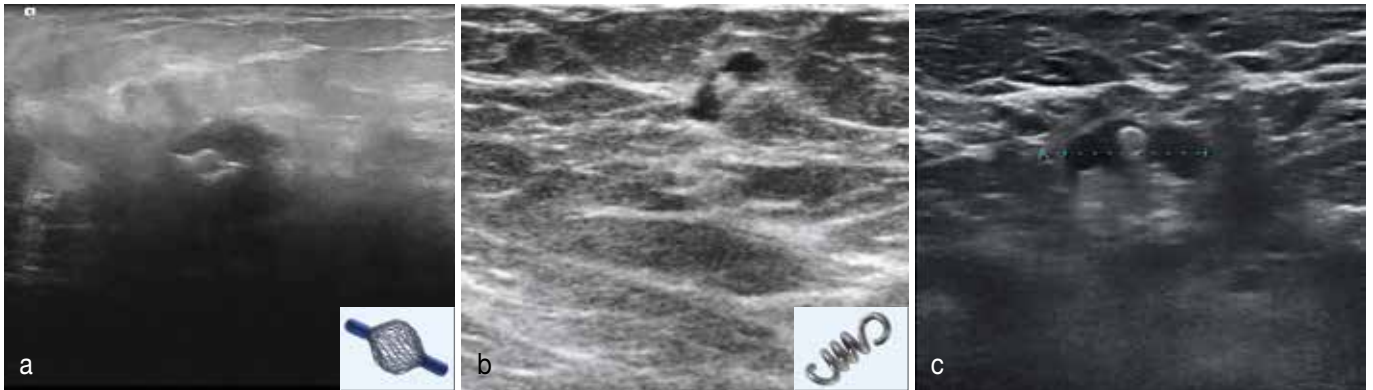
Sonografische Darstellung eines Clip-markierten Target-Lymphknotens. a) SOMATEX® Tumark Vision (mit freundlicher Genehmigung der Firma SOMATEX Medical Technologies GmbH); b) HydroMARK (mit freundlicher Genehmigung der Firma Mammo-tome); c) BIP-O-Twist-Marker
